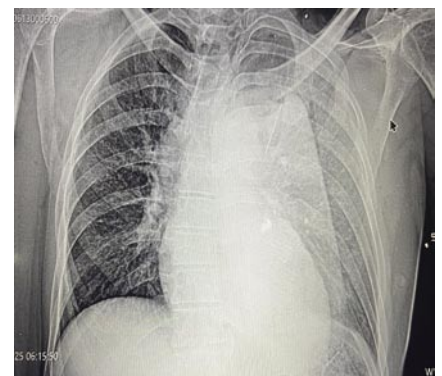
Пациент Т., 45 лет. Рентгенограмма груди. Инородное тело в проекции сердца. Ранение левого желудочка сердца.
